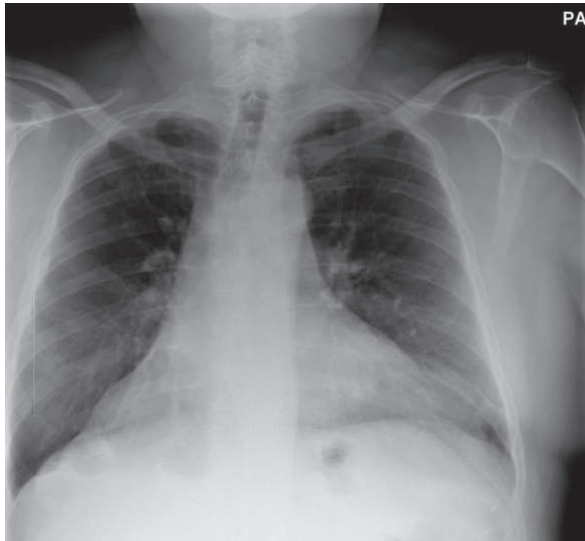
Radiografía de torax donde se aprecia hiperdensidad en lóbulo pulmonar basal derecho
